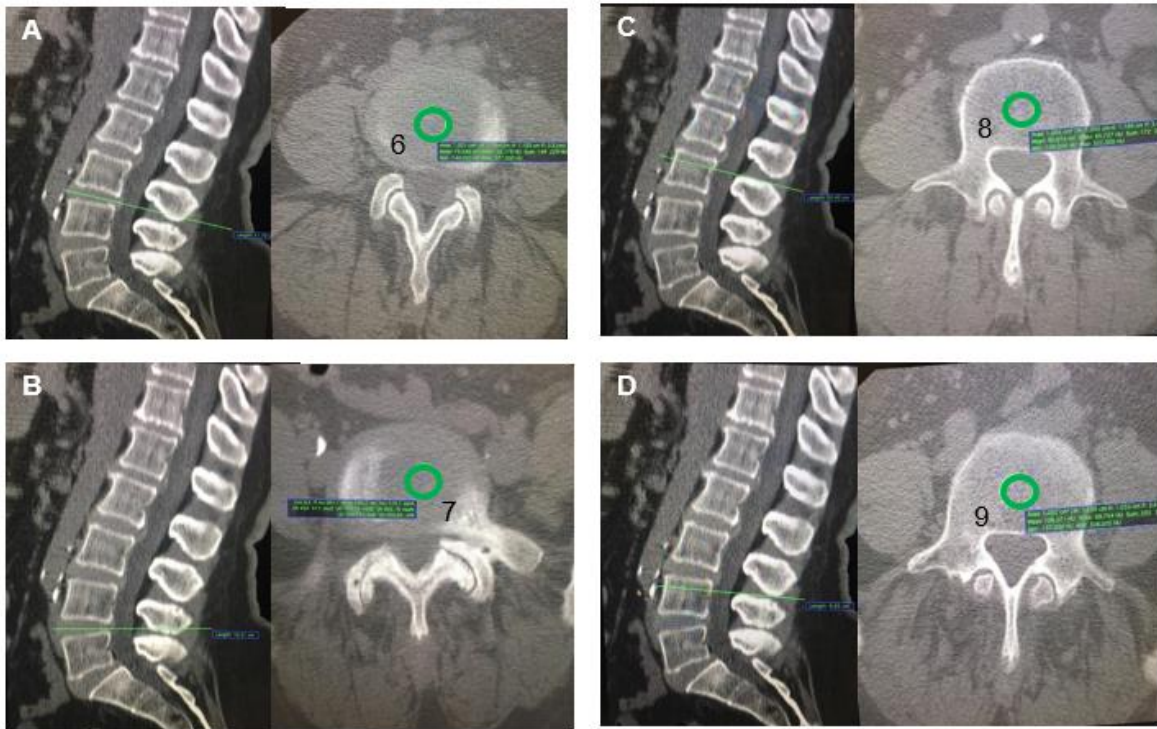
Identificação das ROI's utilizadas na avaliação objetiva da qualidade de imagem de TC de coluna lombar.
